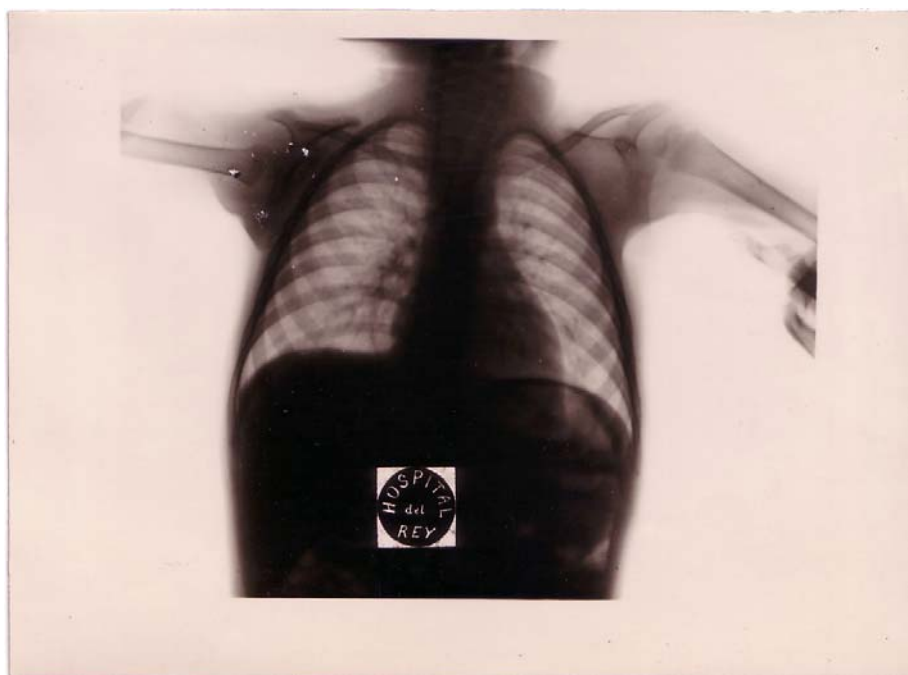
Radiografía de tórax de un enfermo poliomiéltico del Hospital del Rey en 1930.
